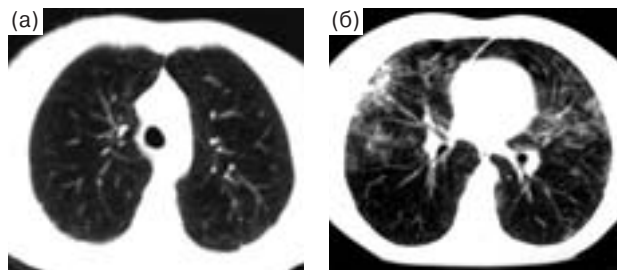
Фрагменты КТ органов грудной клетки, октябрь 2005 г.: а – при выявлении заболевания; б – до начала лечения.
